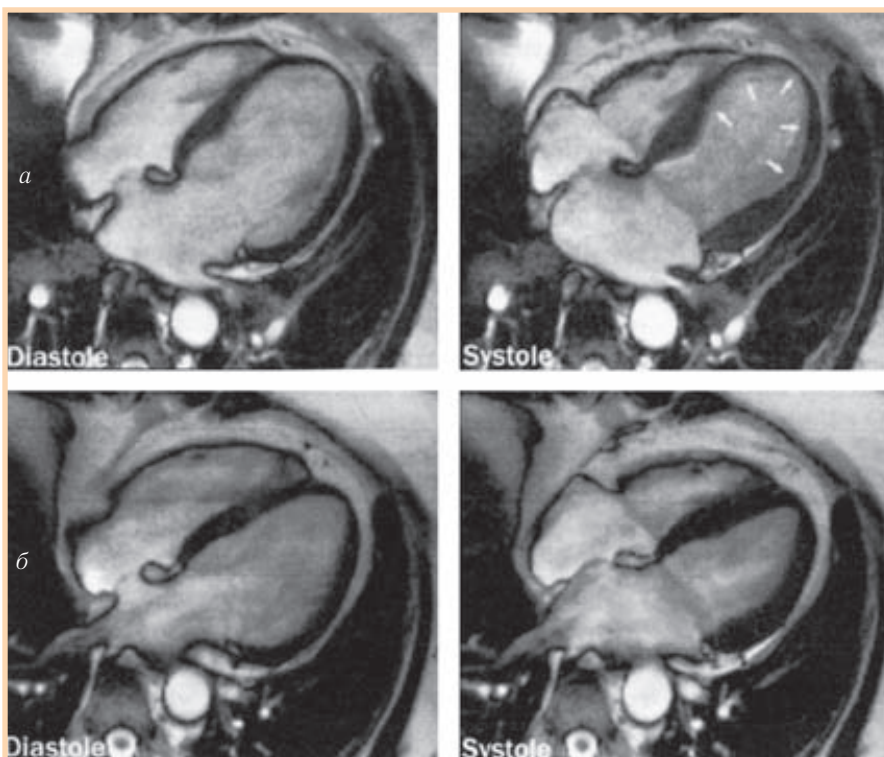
МРТ-изображения сердца демонстрируют наполнение желудочков в диастолу (а и б), а также типичное для КМП Т ампульное баллонирование в систолу (а) и отсутствие баллонирования при выздоровлении (б). Адаптировано из Sharkey et al. [46]
